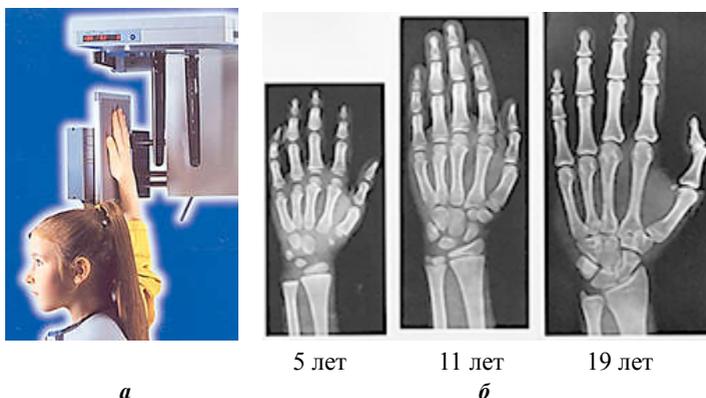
Рентгенография кисти руки:
